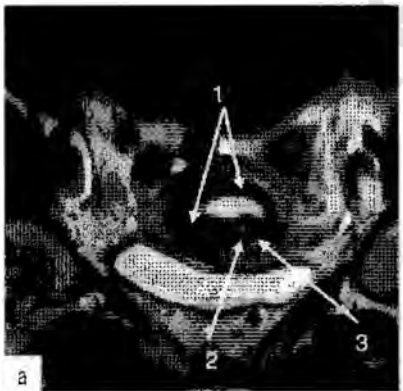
МРТ. На T2-взвешенном изображении в коронарной плоскости (а) выявляются утолщение переходно-соединительной зоны более 0,5–0,7 см (1), кистозные включения в области переходно-соединительной зоны матки (2), а также одиночно расположенная киста в миометрии, прилежащая к переходно-соединительной зоне (3). На T2-взвешенном изображении в аксиальной плоскости (б) матка в положении *retroflexio*, в области переходно-соединительной зоны определяются множественные кисты (1); неровные контуры и неоднородная структура базального слоя эндометрия и переходно-соединительной зоны (2), наиболее выраженные в области правого маточного ребра.
